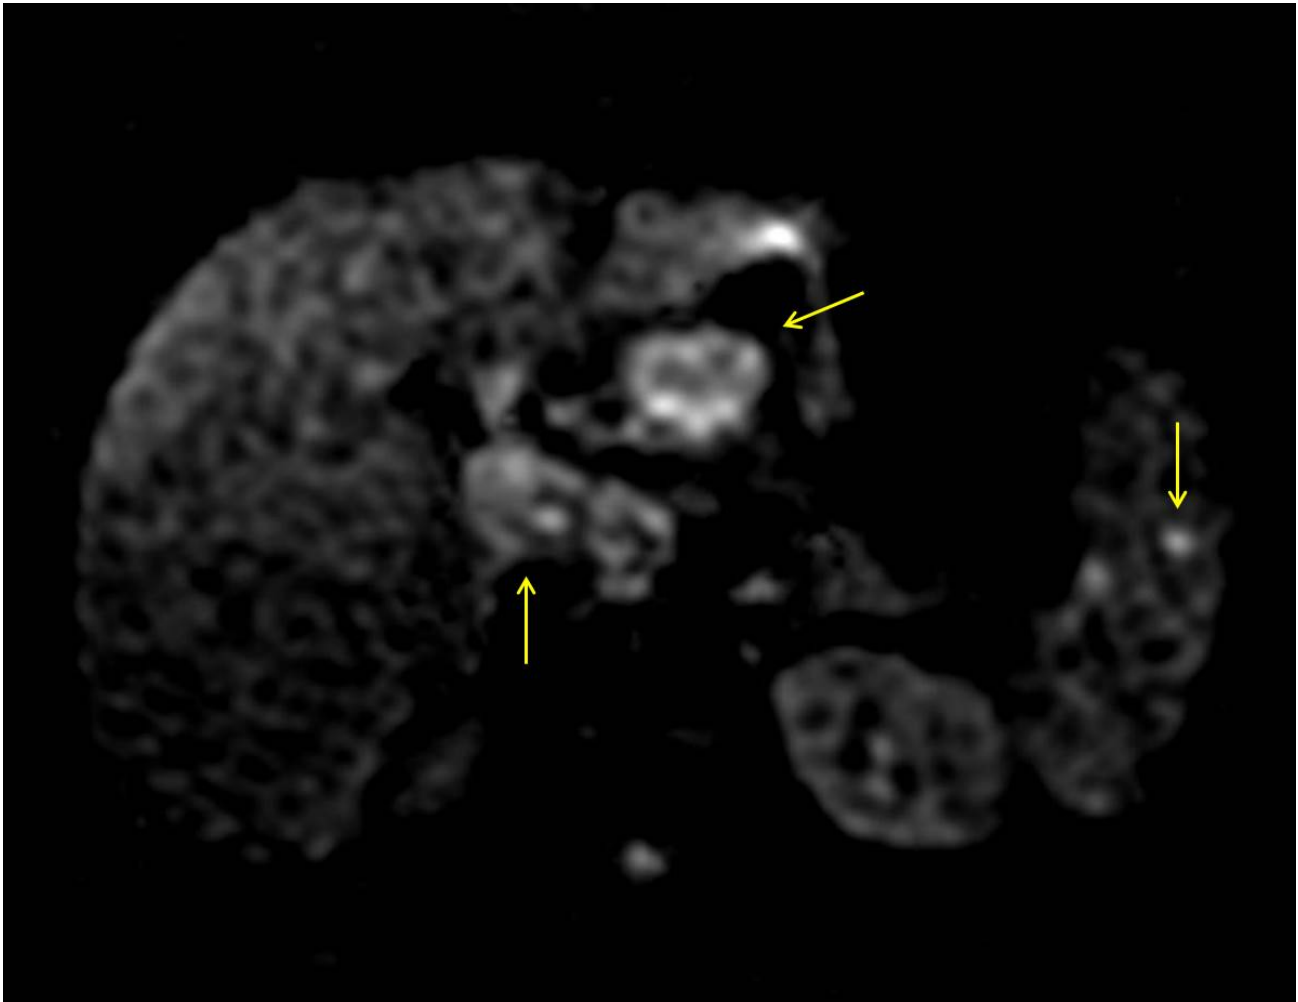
Reformatação axial de ressonância magnética do abdome, sequência DWI, com discreta restrição à difusão das linfonodomegalias no hilo hepático.
